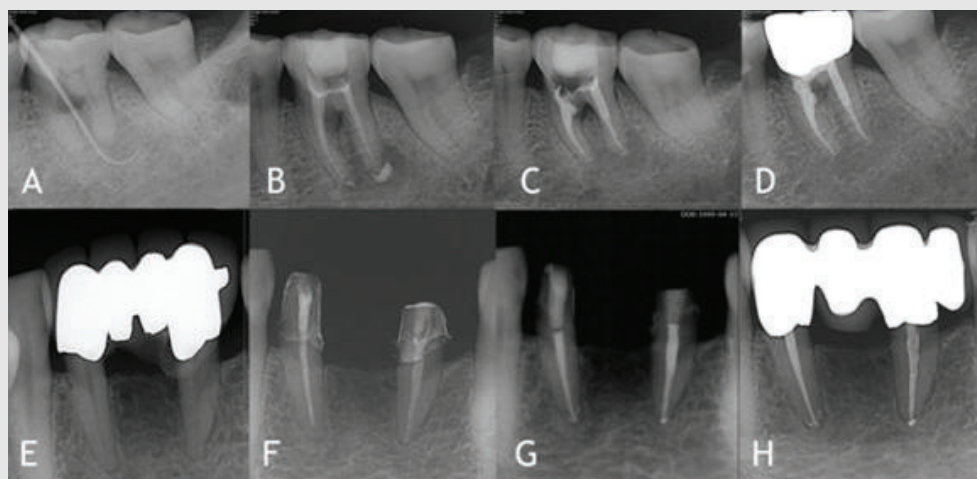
Representative radiographs of the 3 groups using different calcium hydroxide intracanal medicaments and root canal sealers. A to D: #36 using TRC-paste and Radic-Sealer (Group 1), E to H #42 using Metapaste and ADseal (Group 2) and #32 using Calcipect II and AH plus Group (Group 3) (A and E: preoperative radiographs, B and F: postoperative radiographs of intracanal medicaments treatment and B shows over filled medicaments, C and G: postoperative radiographs of canal filling and three groups shows apical puff of root canal sealer. D and H: 6 months follow-up radiographs showing periapical healing.
